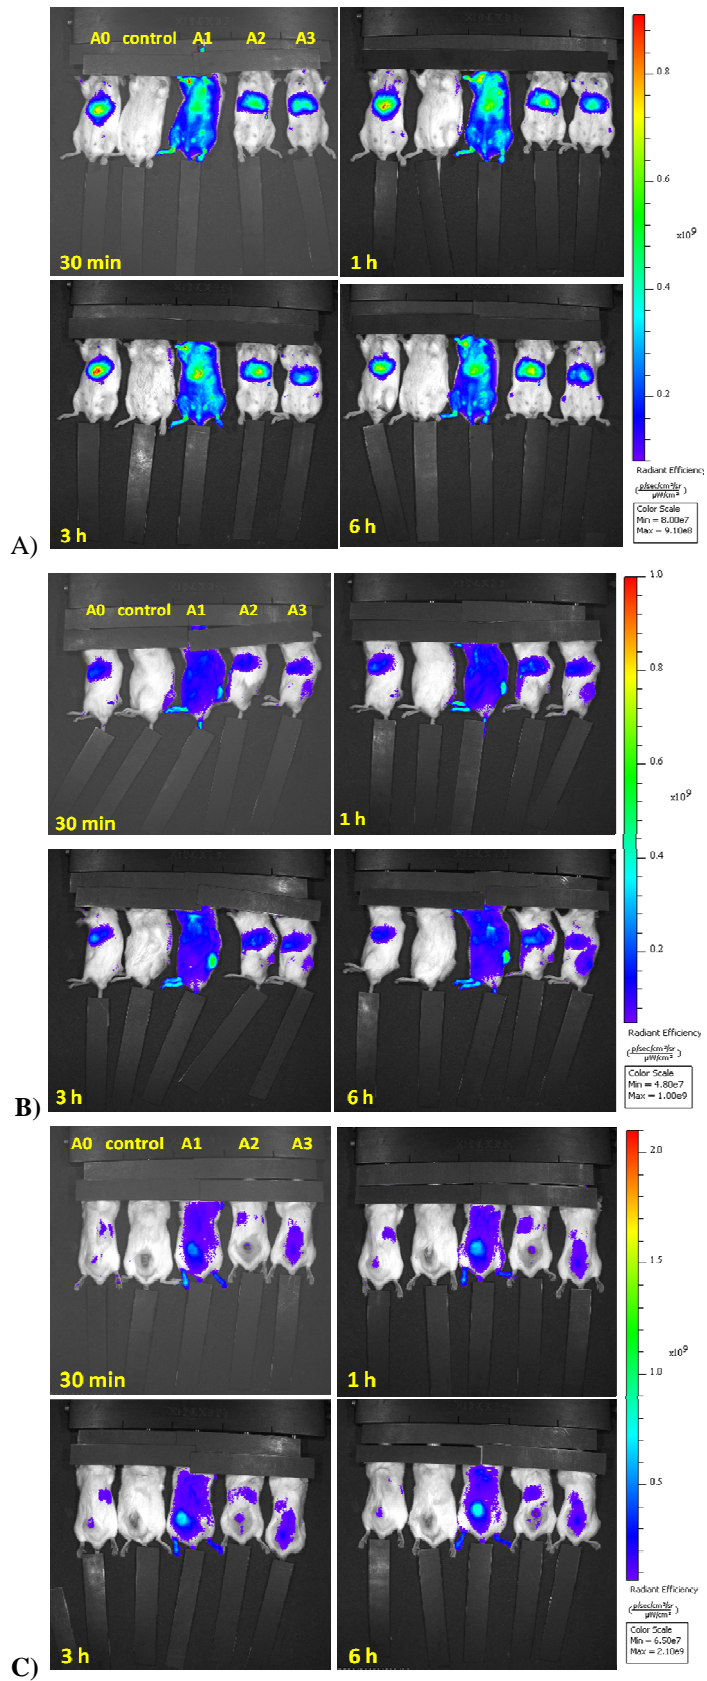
biodistribuzione in vivo su topi BALB/c inoculati con linea tumorale CT-26. A) front , B) side e C) back.
